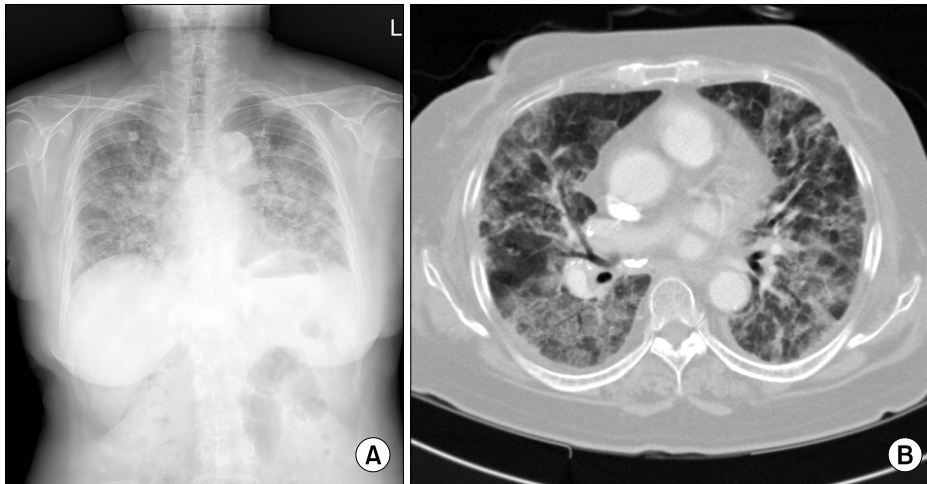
Chest X-ray (A) and CT (B) on the fourth hospital day showed diffuse bilateral infiltration that progressed over the next 3 days.
